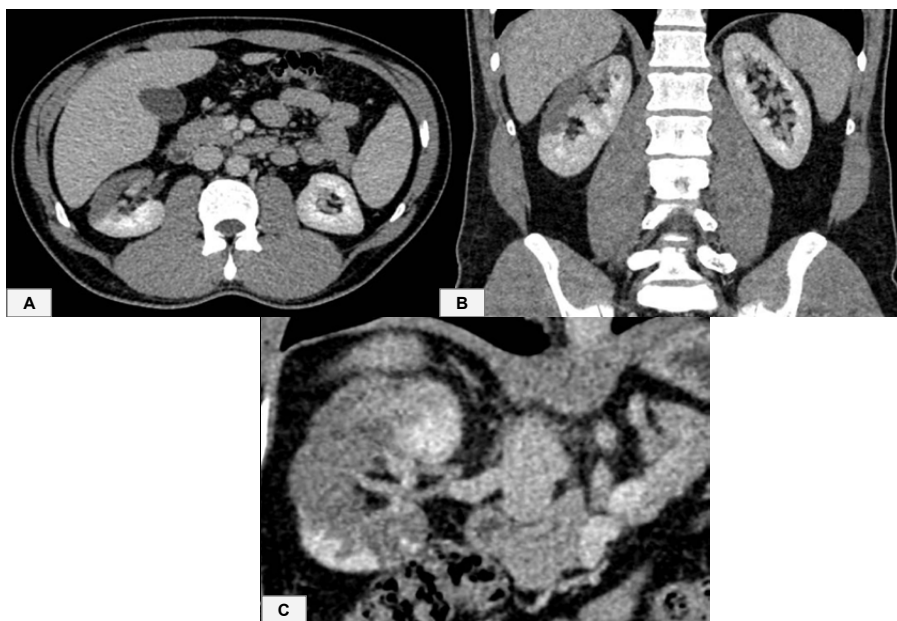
TC de abdome com contraste nos planos axial (A) e coronal (B) demonstram hipoenhansação cuneiforme na cortical anterior do rim direito compatível com área de infarto. Destacam-se falhas de enchimento de ramos hilares superiores da artéria renal direita (C), que irrigam a área descrita, denotando oclusão/ trombose.
